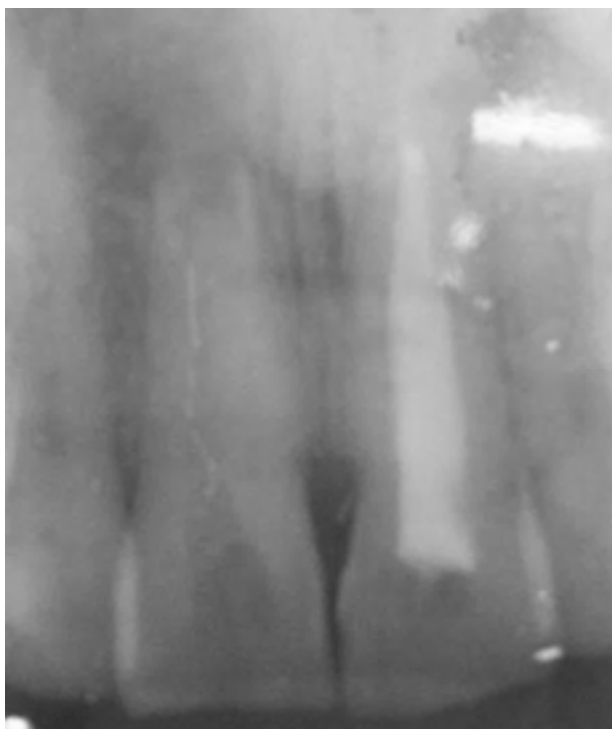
Radiografia periapical demonstrando o preenchimento do canal com a pasta de hidróxido de cálcio.
